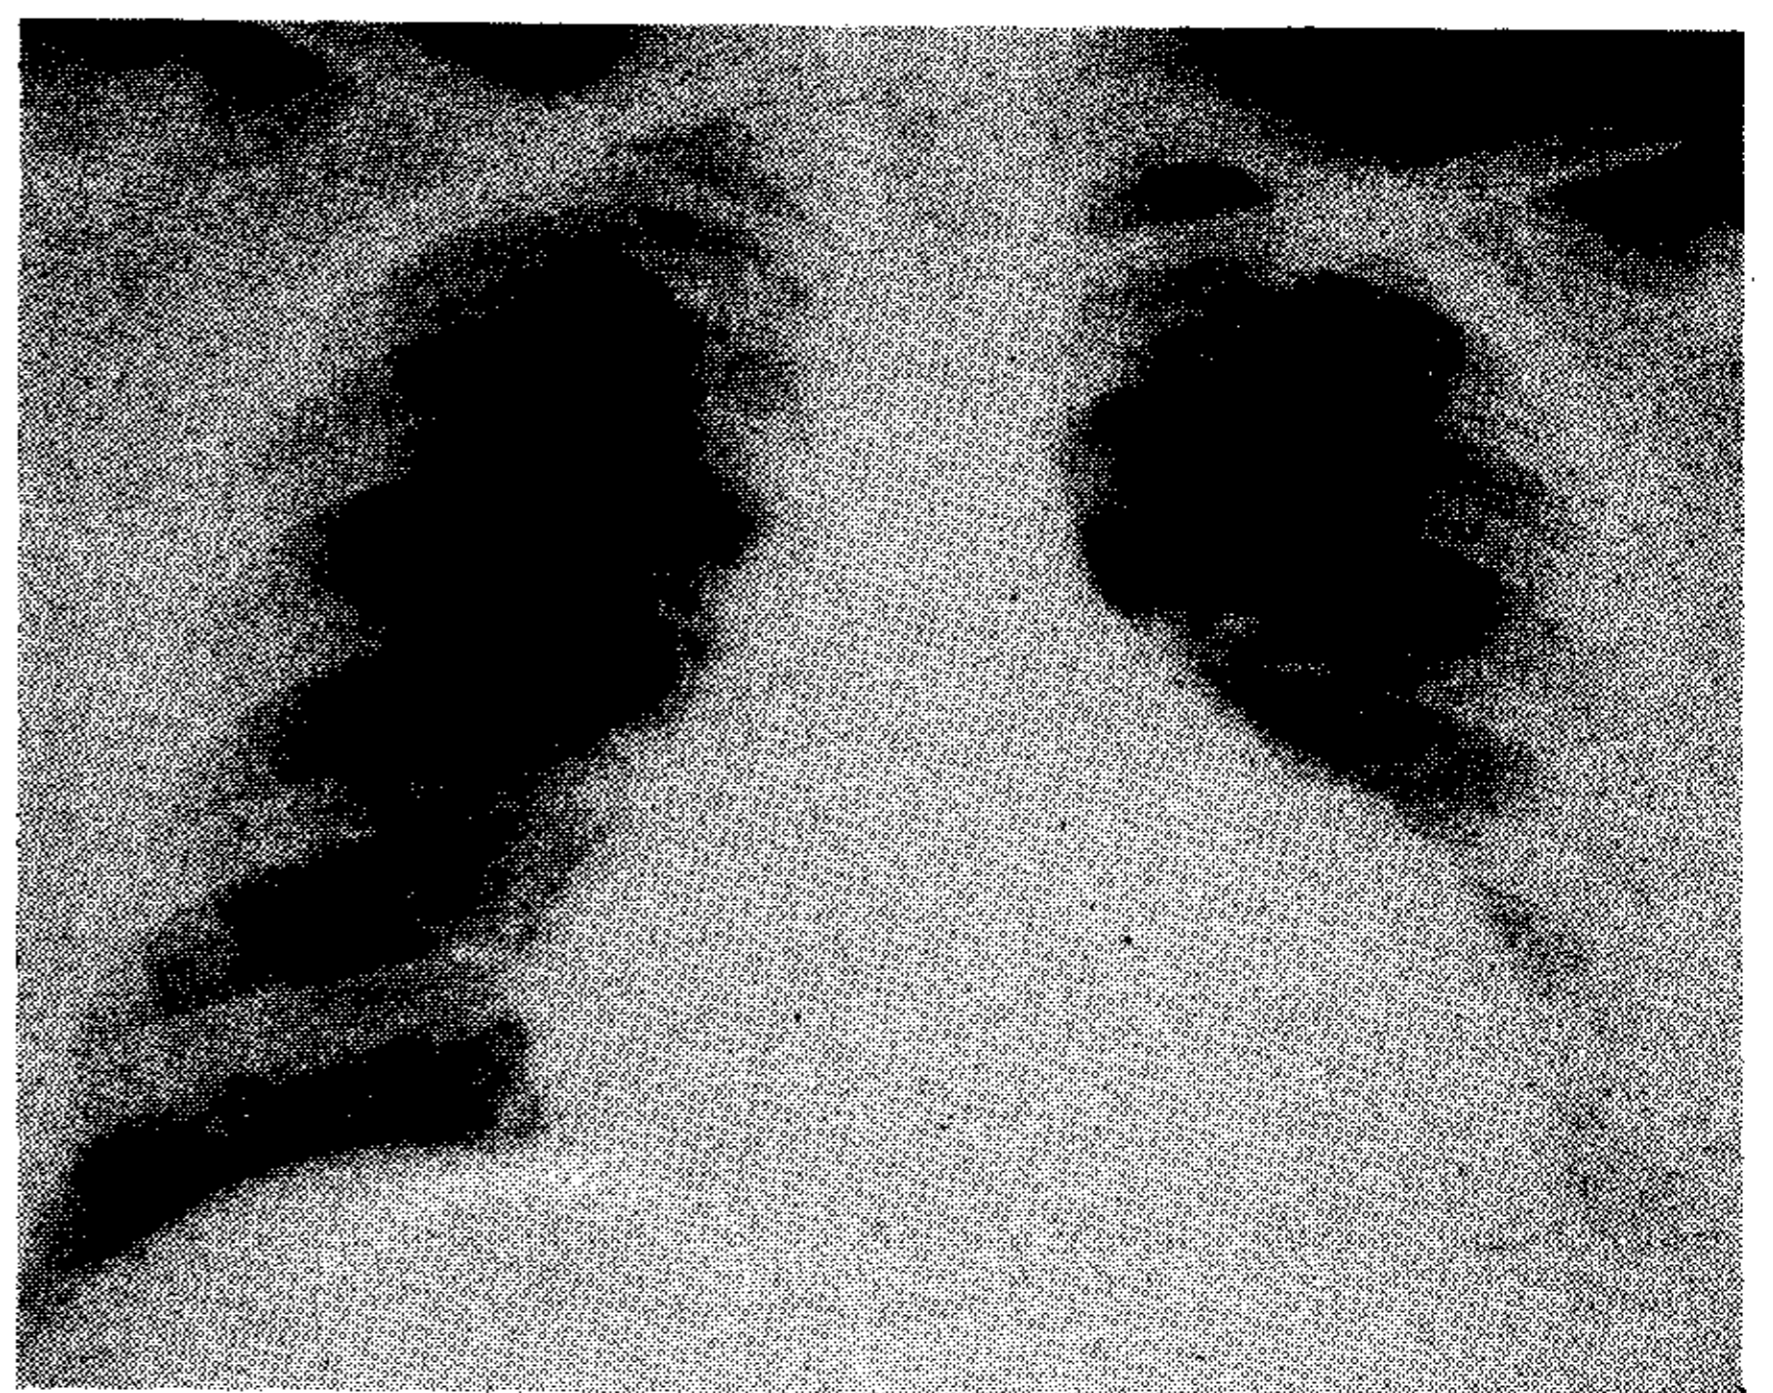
Radiografía de tórax del paciente a su ingreso, donde se observa cardiomegalia global (imagen “en botellón”).
